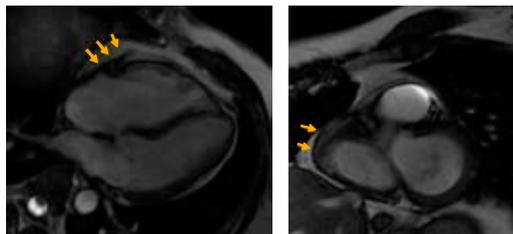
Imagen de resonancia magnética cardíaca (2021), eje largo cuatro cámaras y eje corto, se identifica masa que rodea coronaria derecha.
